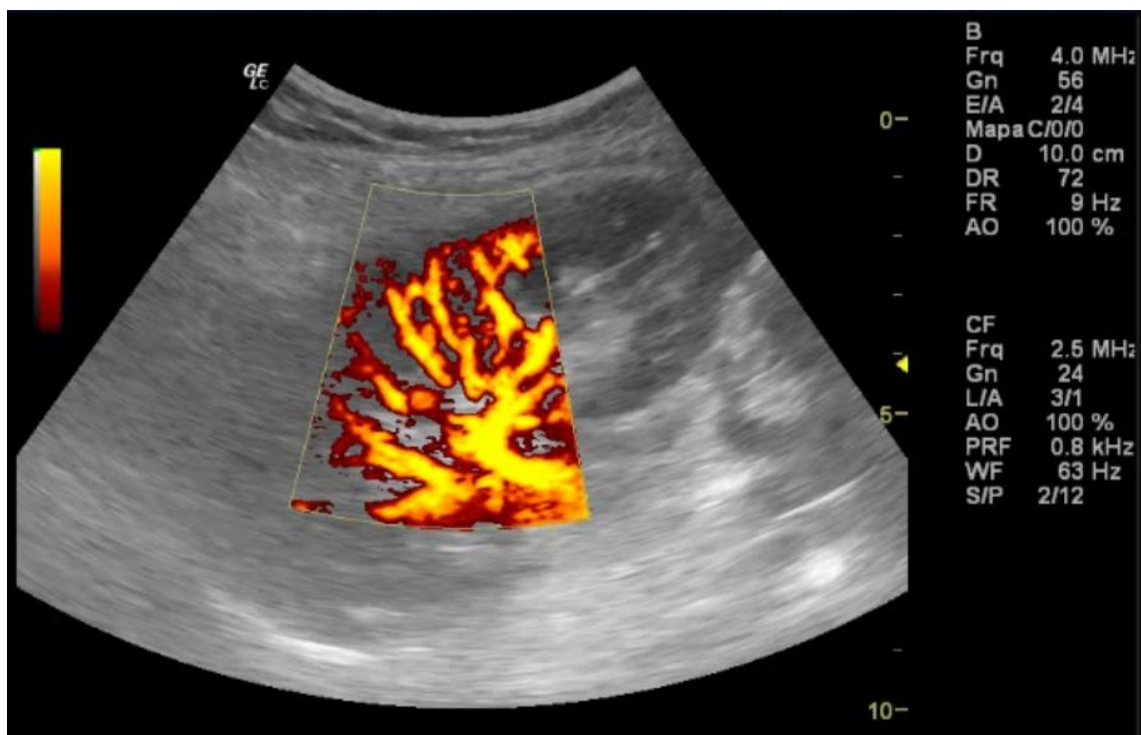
Graduação do *Power Doppler* (PD). A foto mostra o PD com perfusão normal, com fluxo cortical uniforme até a periferia (graduação=1).
